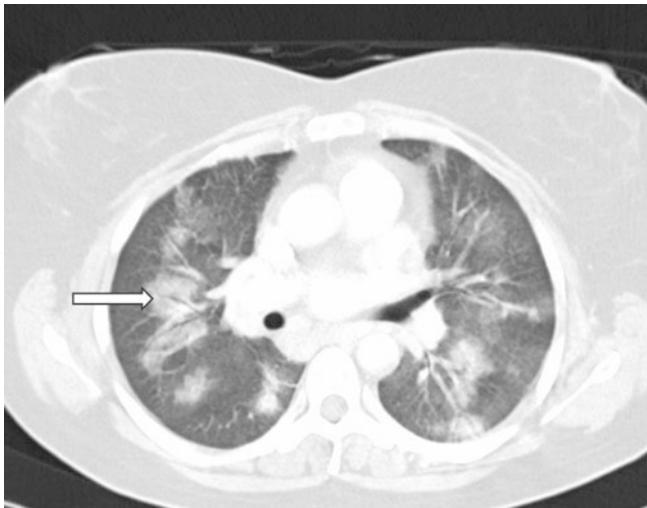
Computertomographieschnitt bei diffusen Lungenblutungen (Pfeil) bei Goodpasture-Syndrom
